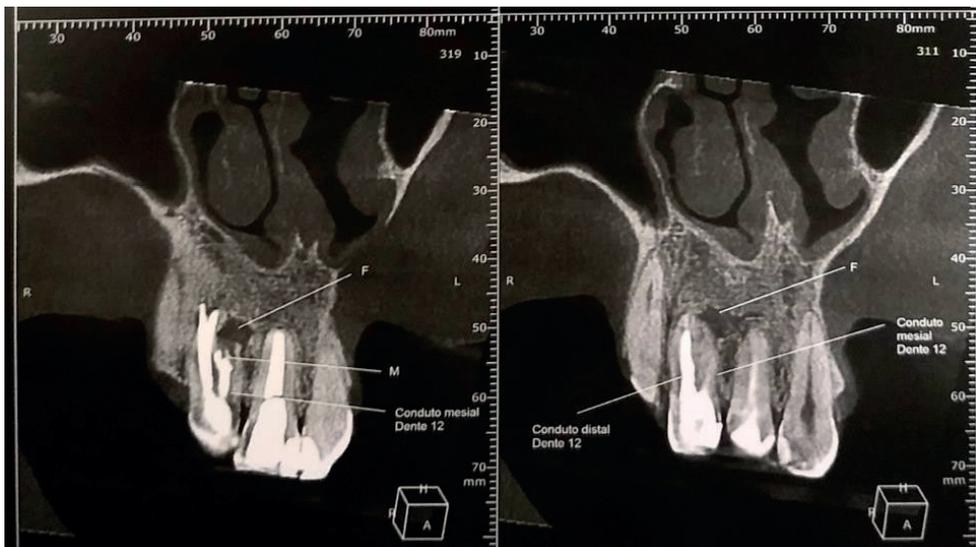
Imagem da tomografia computadorizada volumétrica em corte coronal mostrando a lesão periapical na raiz mesial e a perfuração com extravasamento de material obturador na raiz distal.
